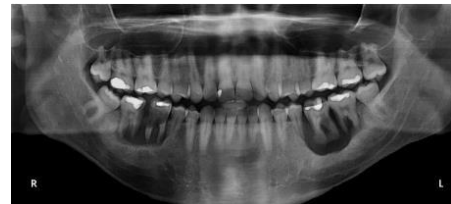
Radiografi panoramik radiolusensi periapikal yang melibatkan molar pertama kanan rahang bawah, B radiografi CT sequestrum alveolar yang besar pada bagian molar pertama RB.
